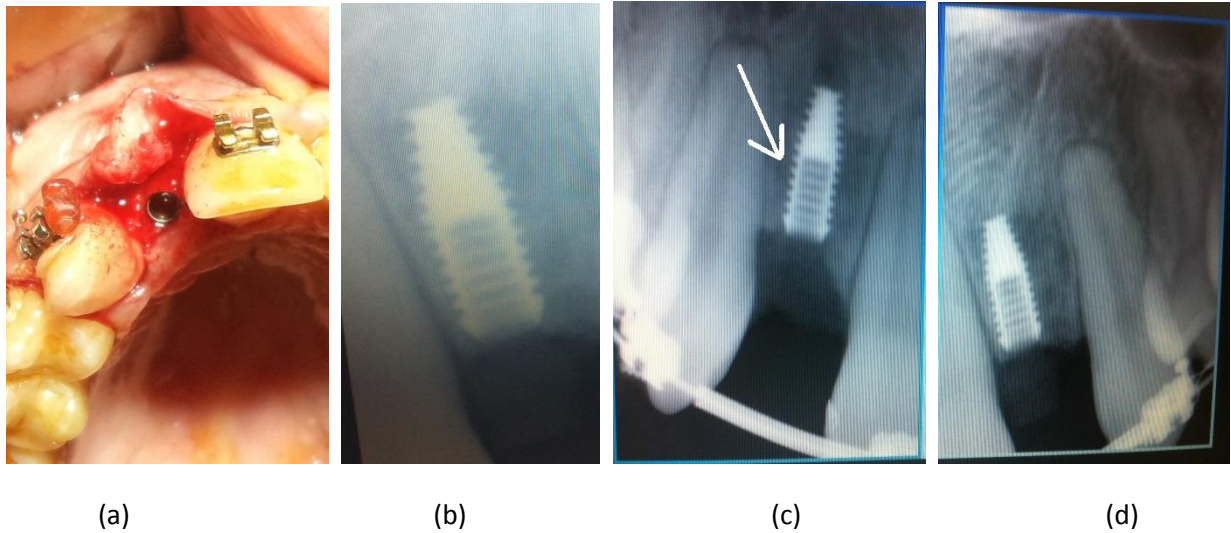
Aplikimi i implantit 12 dhe 22 me përmasa 3.0x8.0 mm-2.0mm pus. Implanti 12 dështoi (c) një javë pas aplikimit (a,b). Në figurën (c) paraqitet radiografia periapikale e implantit 12 i rivendosur pas 5 muajsh dhe në të njëjtën seancë u aplikua tapa e formuesit gingivar (4.0x5.0 mm 0° - 2.0 mm kunj) të implantit 22, plotësisht i integruar (d).
